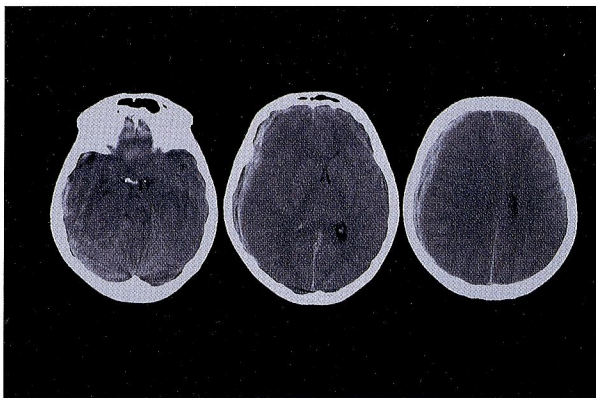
Case 3: CT scan showing a right acute subdural hematoma resulting in midline shift and obliteration of the basal cisterns.
